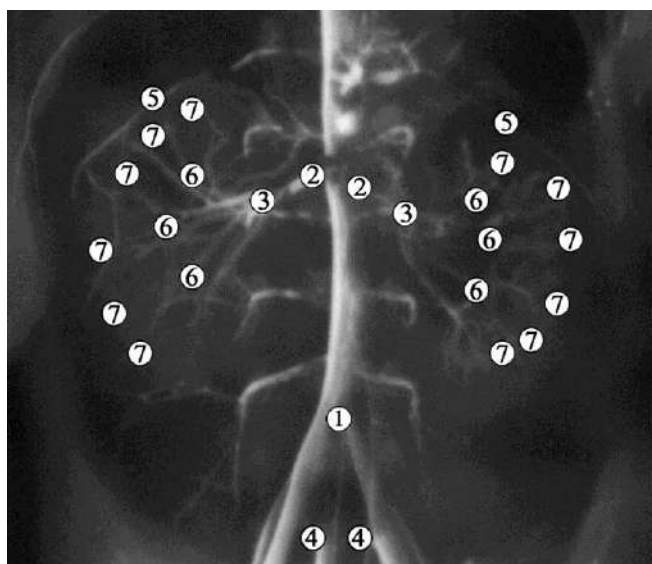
Рентгенограма нирок 6-місячного плода людини 182,0 мм ТКД. Контрастування артеріальної системи. Зб. x1,7:
